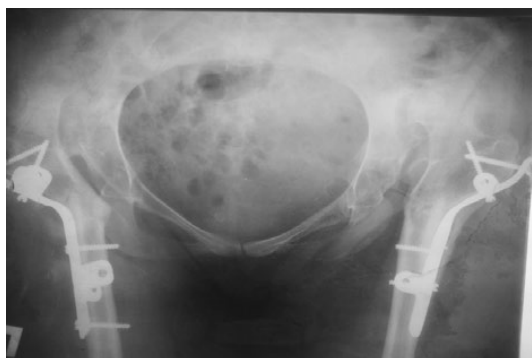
Рентгенограмма больной с врожденным вывихом бедра после операции
